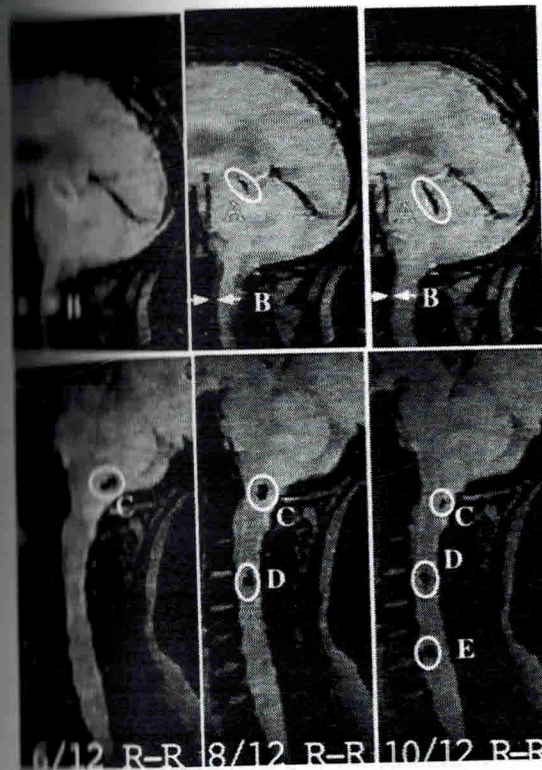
Последовательные ЯМР-томограммы головы и шеи
